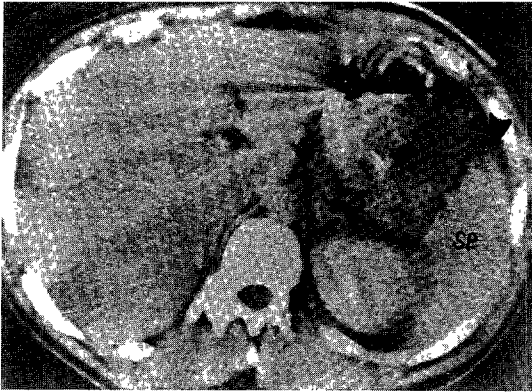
Small irregular with small laceration in anterior tip of spleen(1large arrow head) with contrast axial abdomen CT. scan grade 2.
